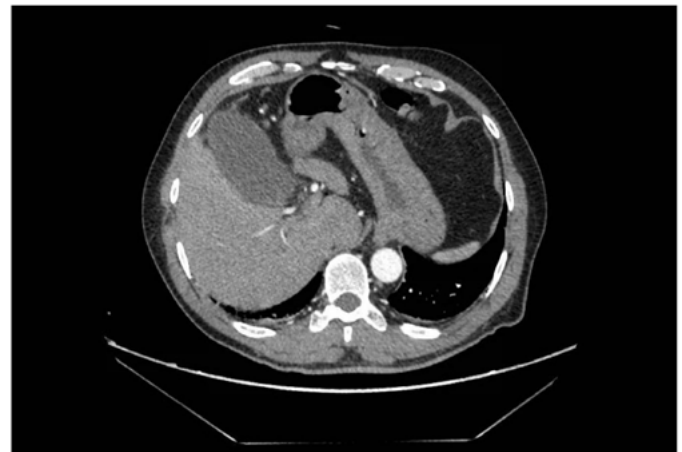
Corte transversal de TC abdominal con contraste intravenoso que no muestra hallazgos patológicos significativos en las estructuras comprendidas, incluyendo la vesícula biliar.
